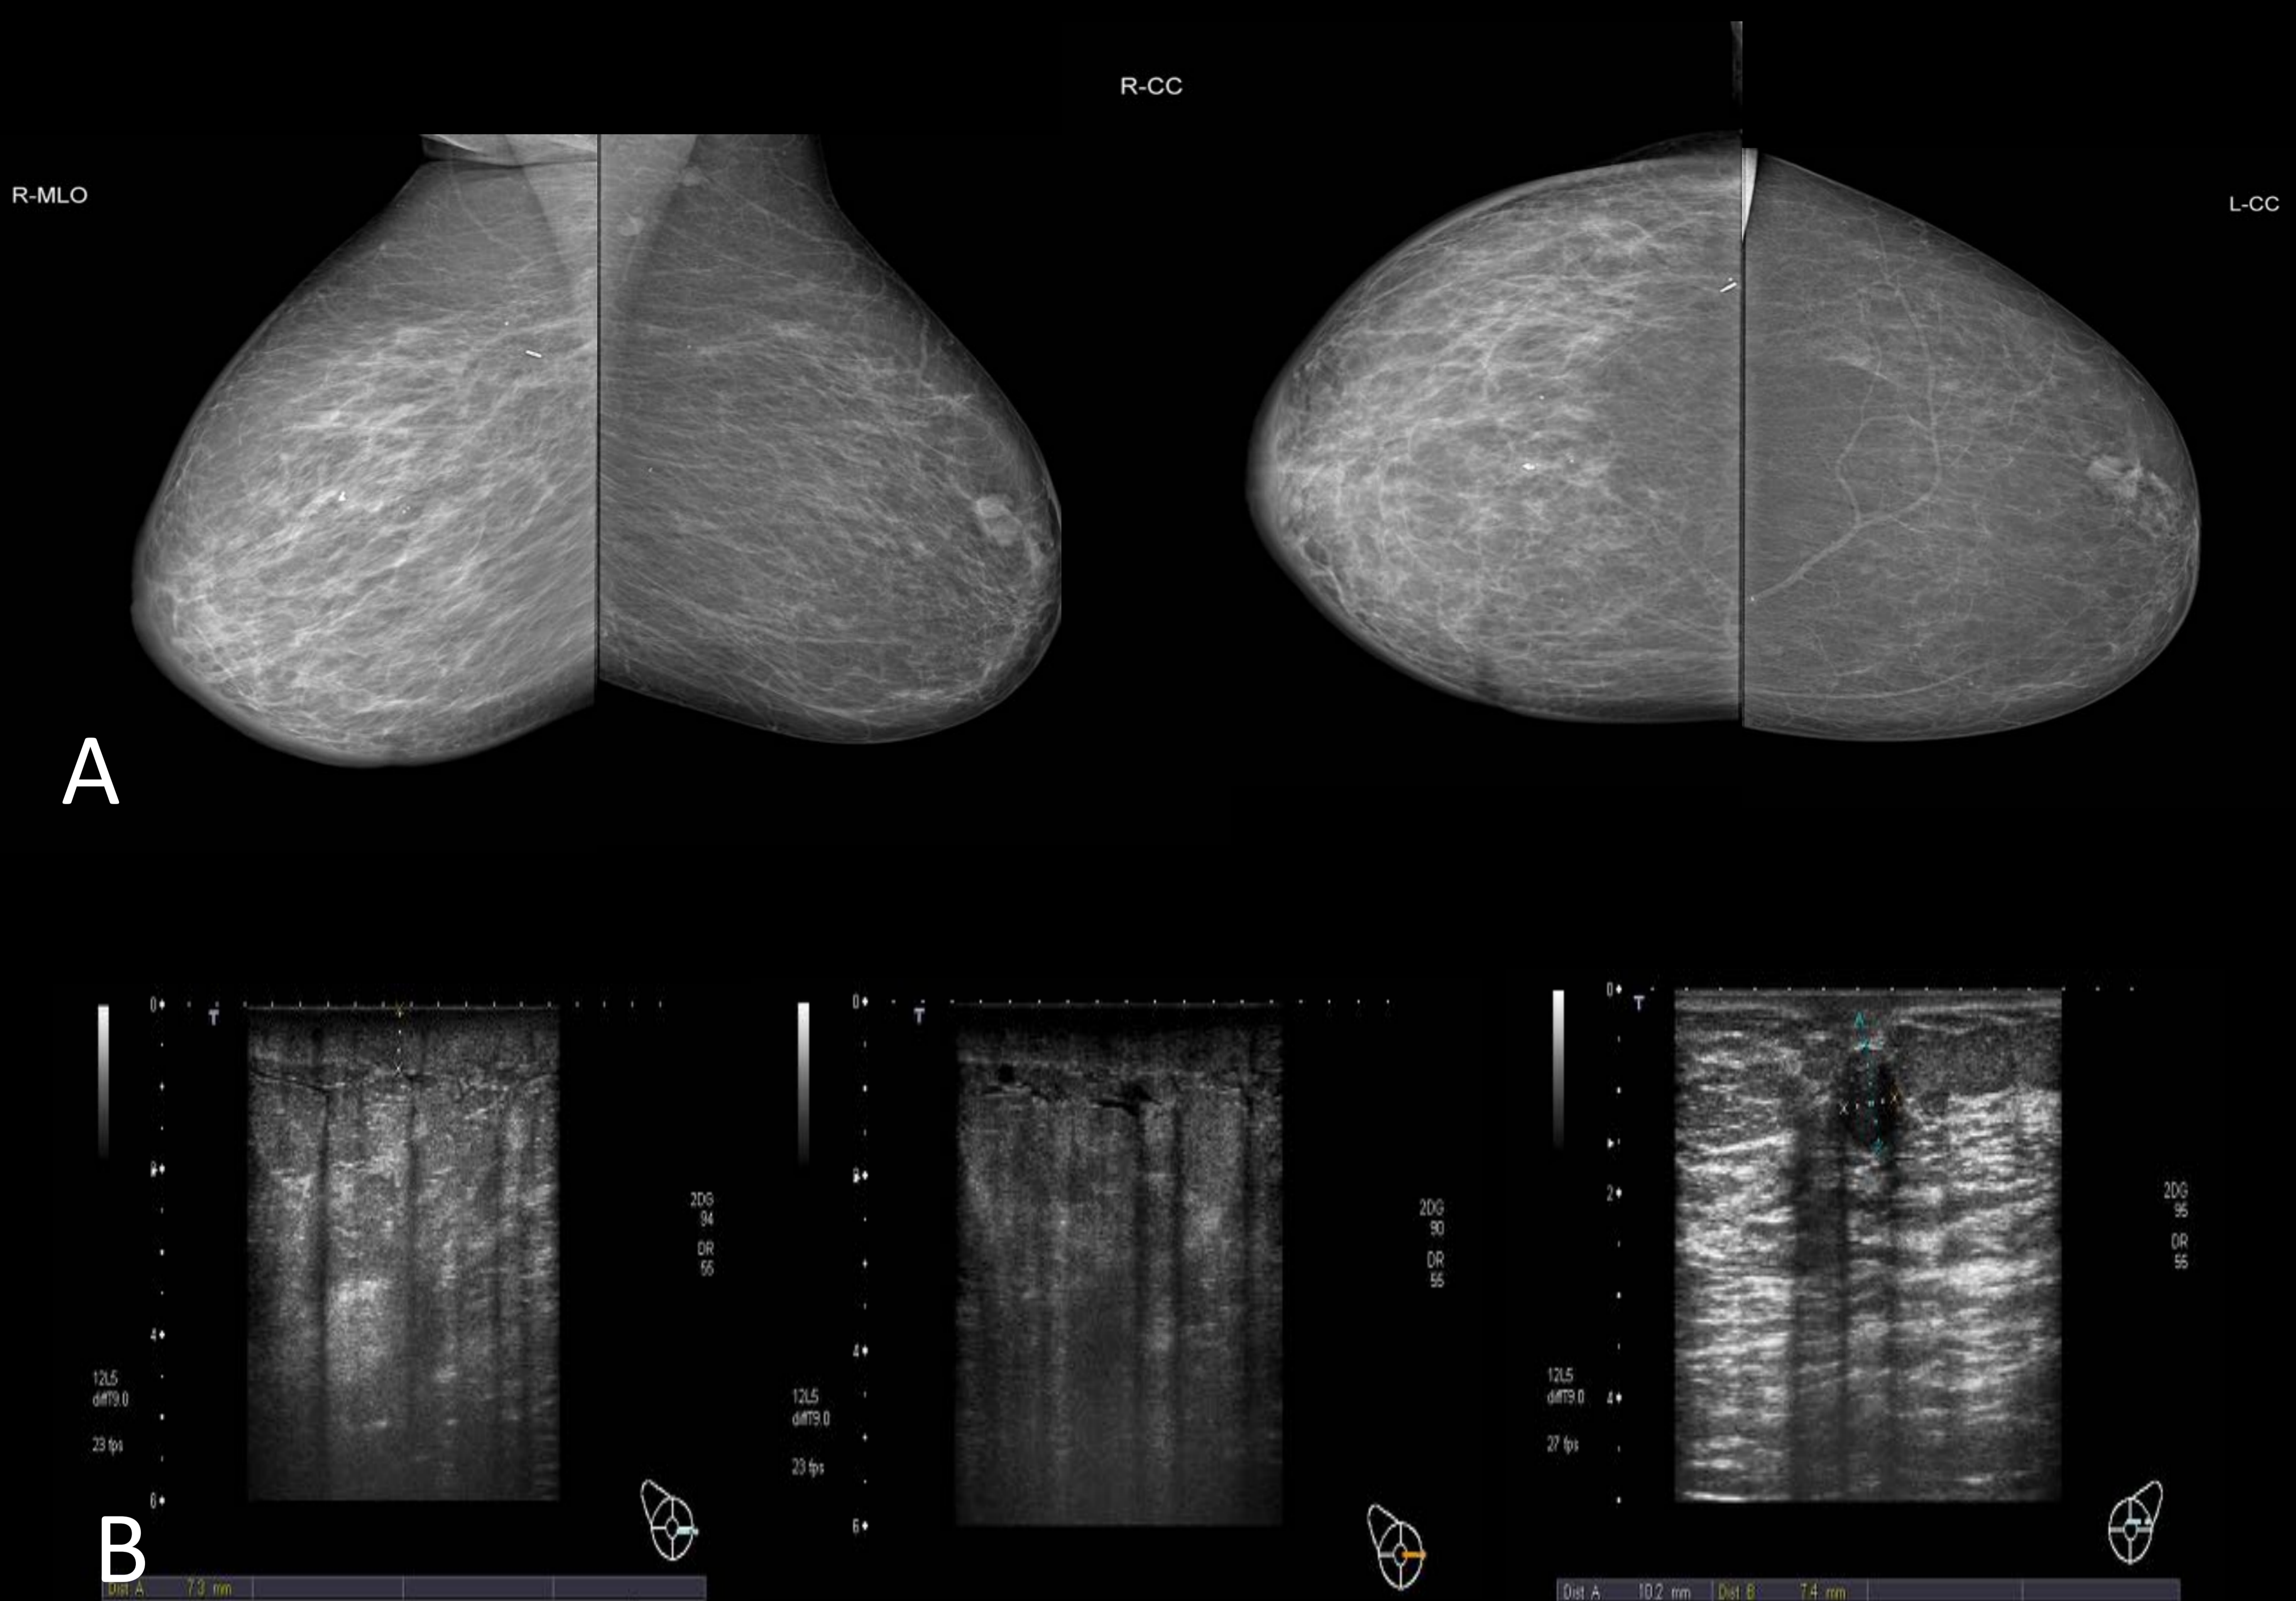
Mx (A) y ecografía (B) de mujer de 36 años que acude por varias tumoraciones en MD. A la exploración física se palpa adenomegalia axilar derecha y piel de naranja en mama derecha(MD) sin eritema ni signos de inflamación. En la mamografía se observa leve engrosamiento cutáneo periareolar y aumento de densidad en CII de MD. (B)En la ecografía se observan dos nódulos , uno en ICS y otro en ICE de bordes irregulares que se biopsian con resultado de CDI triple negativo. TC y RM potenciada en T2(E) donde se observa de manera más evidente el engrosamiento cutáneo marcado. (C) Adenomegalias axilares ipsilaterales captantes en secuencias tras administración de gadolinio (F) Curvas de captación tipo 2 del nódulo BI-RADS 6. Dada la ausencia de clínica inflamatoria fue catalogada clínicamente como un Carcinoma localmente avanzado que se trató con Mastectomía+ linfadenectomía axilar y reconstrucción posterior.
